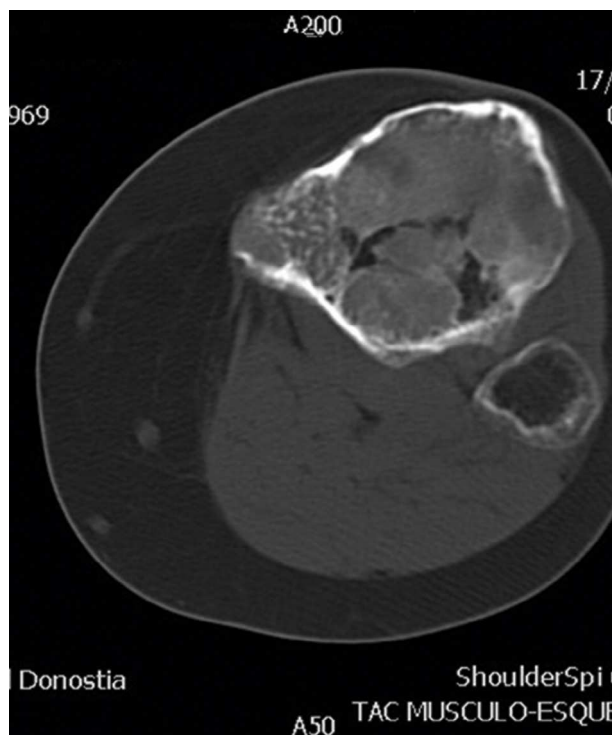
Tomografía computarizada de la tibia con cortes axiales a nivel de extremo proximal.
